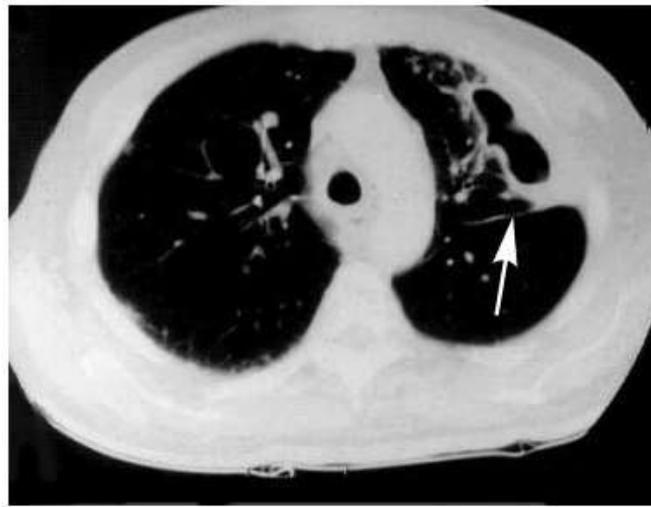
Компьютерная томограмма больного с абсцессом левого легкого (белая стрелка).
